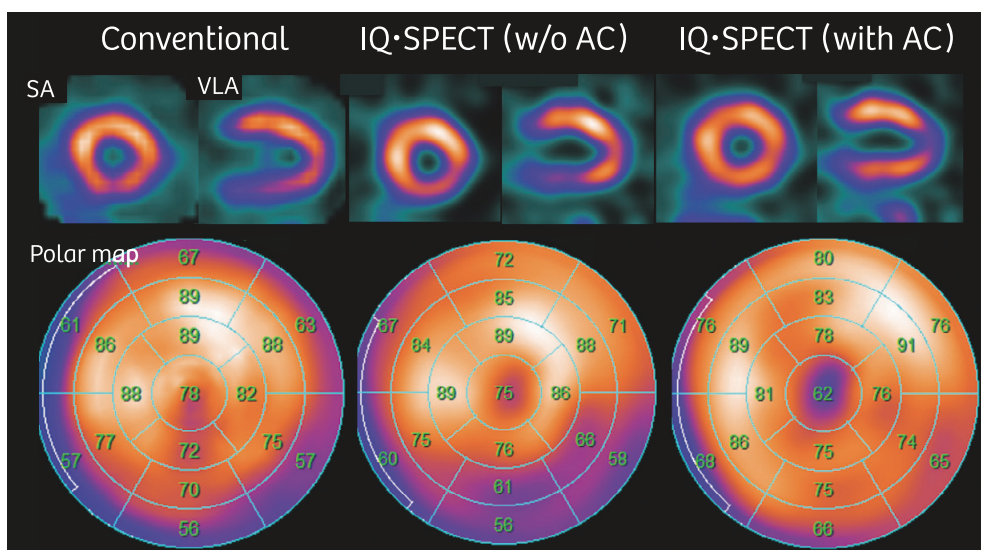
従来のSPECT画像とIQ・SPECT画像の心筋灌流の特徴
